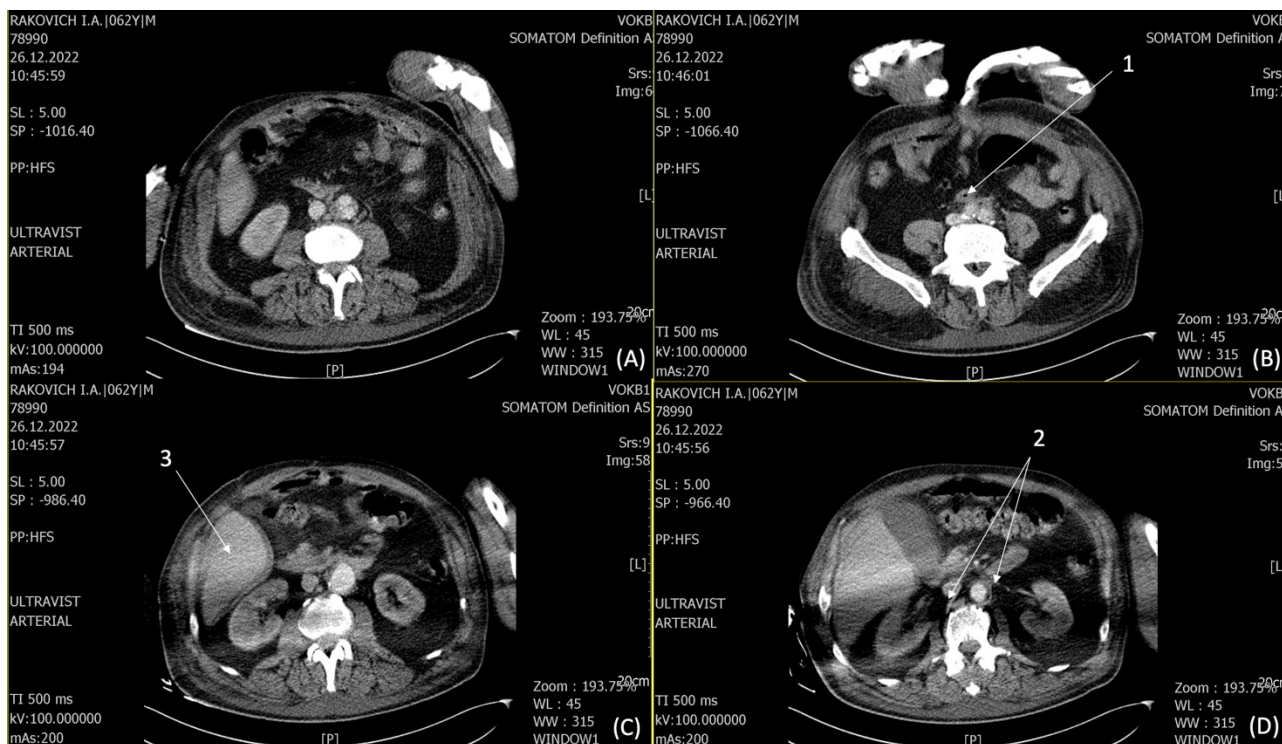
КТ с контрастированием.
